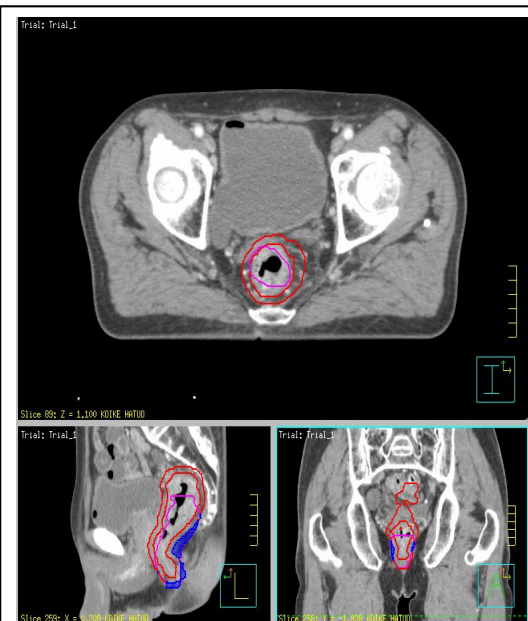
CBCTの直腸を治療計画用CTに重ね合わせ, margin からはみ出した体積を計算
